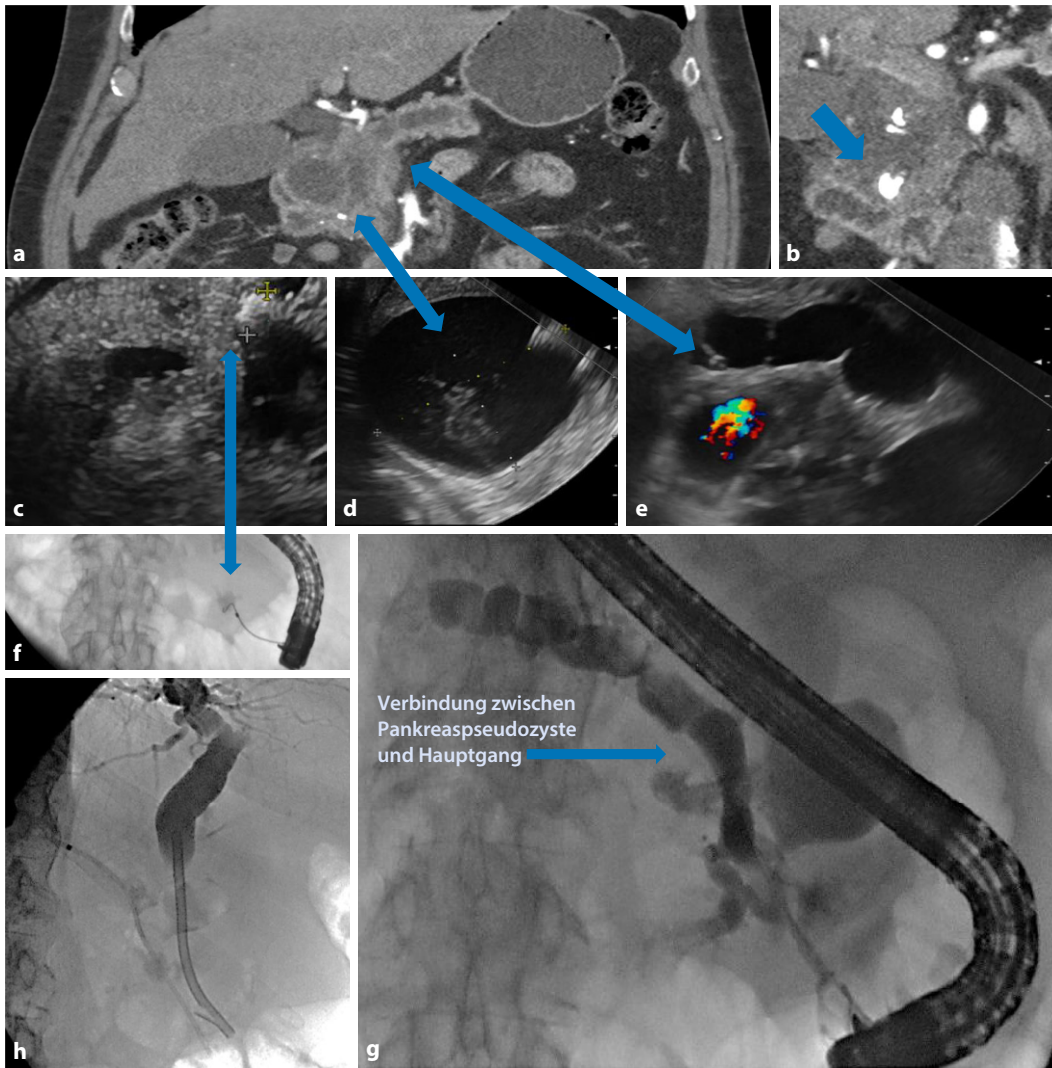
▲ Verlegung eines 74-jährigen Patienten mit Cholangitis und Verdacht auf infizierte Pankreaspseudozyste aus auswärtigem Krankenhaus. Transpapilläre Drainage einer Pankreaspseudozyste vor dem Hintergrund einer chronisch-kalzifizierenden Pankreatitis. a Kontrastmittelverstärkte Computertomographie mit Zyste im Pankreaskopf und erweitertem Ductus Wirsungianus sowie einem atrophem Pankreasschwanz. b Präpapilläres kalkdichtes Konkrement. c Endosonographische Darstellung des präpapillären Konkrements. d Zystische Läsion mit Wandbildung und Debris. Während der Punktion mit Aspiration von Flüssigkeit kollabiert der nachgeschaltete Pankreasgang (e). Somit Entscheidung zur ERP mit Konkremententfernung und transpapillärer Drainage. f ERP mit Drahtvorschub bis zum kalkdichten Konkrement. g Darstellung des dilatierten Pankreasgangs mit Verbindung zur Pankreaspseudozyste über einen Seitengang. Konkrement im Pankreaskopf. h Einlage eines 12 cm langen transpapillären 7 French-Stent in den Ductus Wirsungianus sowie eines 5 cm langen 11,5 French-Stent in den Ductus hepatocholedochus bei Röhrenstenose im Pankreaskopf unter Kompression durch die Zyste, chronischer Pankreatitis sowie cholangitischem Krankheitsbild. Kardiopulmonale Abklärung und Diskussion im interdisziplinären Team mit dem Ziel einer definitiven chirurgischen Therapie. ERP Endoskopische retrograde Pankreatikographie
